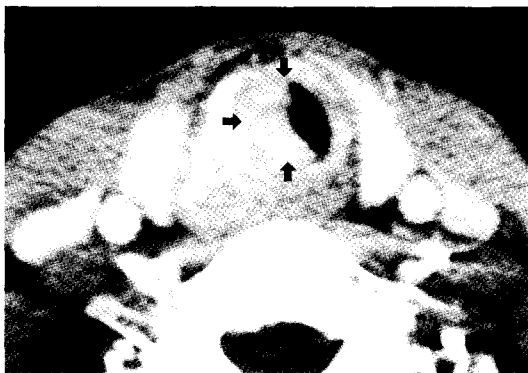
Axial CT scan of thyroid papillary carcinoma invading tracheal lumen
